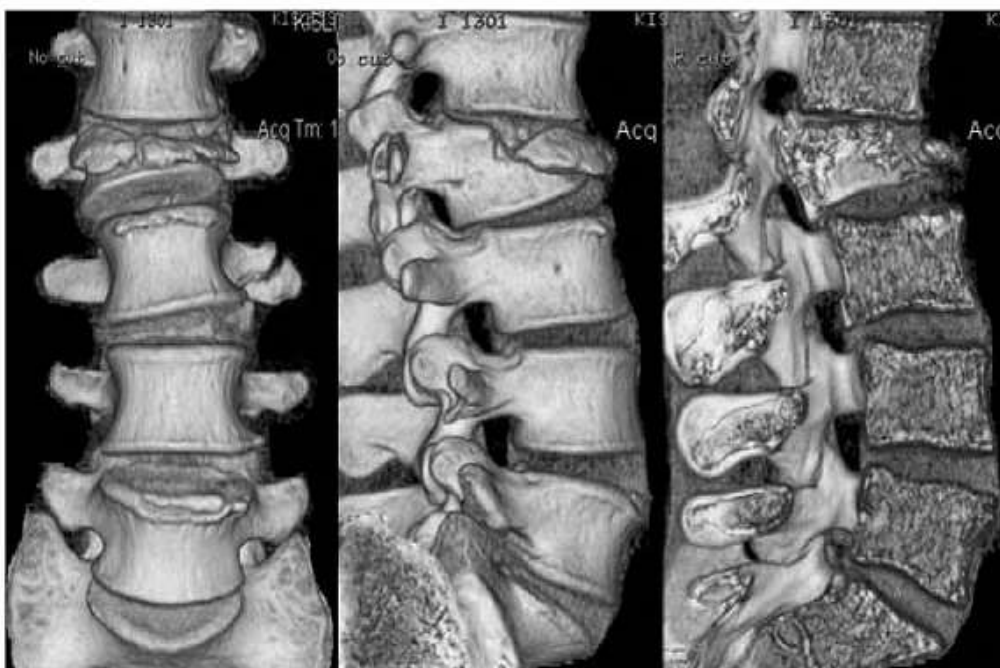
КТ при травме позвоночника
